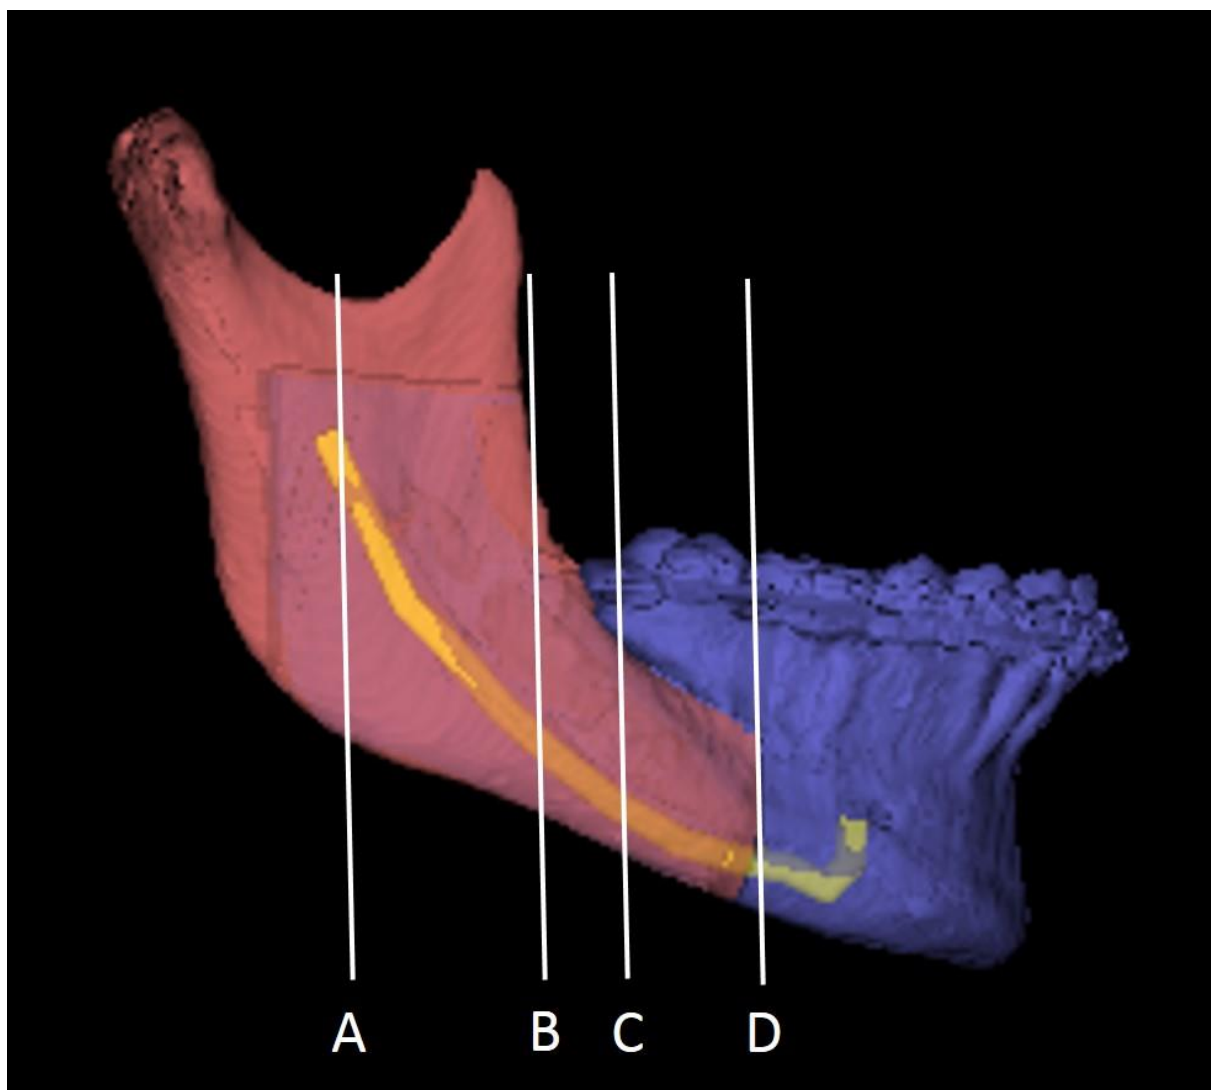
Medidas realizadas no lado direito da mandíbula. A: linha LM – IM. B: linha LM – RM. C: CM – TRMs. D: CM – TRMl. E: CM – DSMs. F: CM – DSMl. G: CM – Inters. H: CM – Interl. I: CM – Interi. J: SM – LM.
